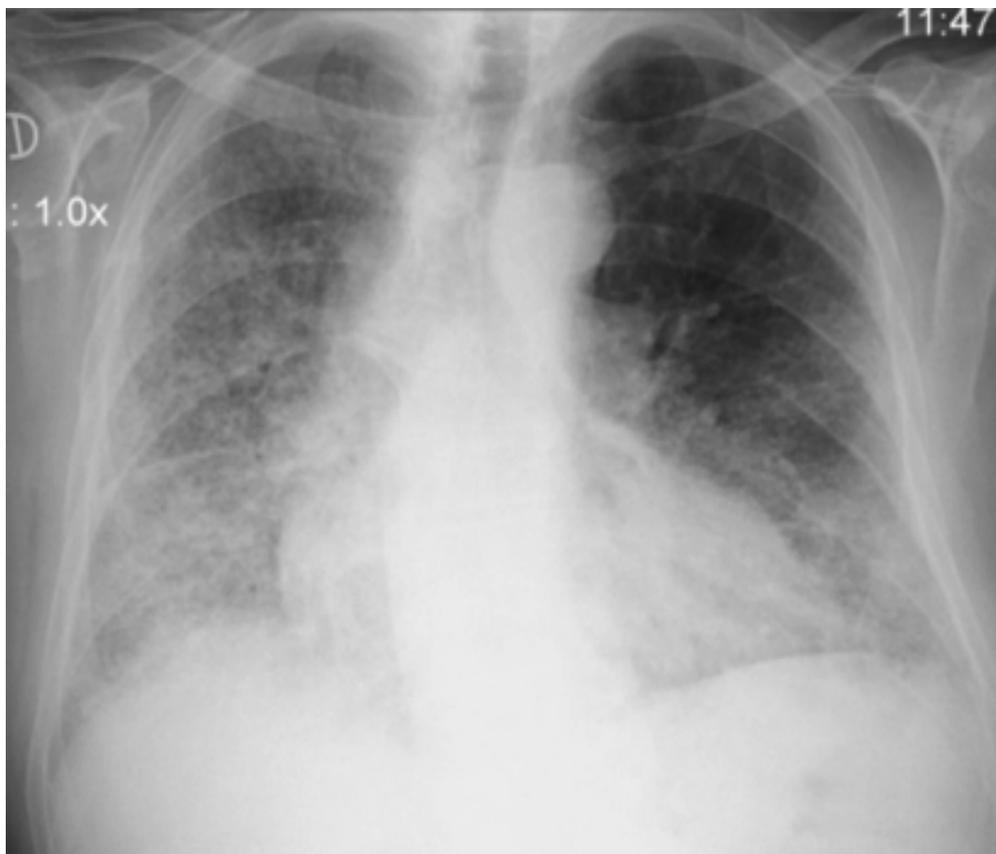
Radiografía de Tórax. Imagen de Hospital Privado de Comunidad
